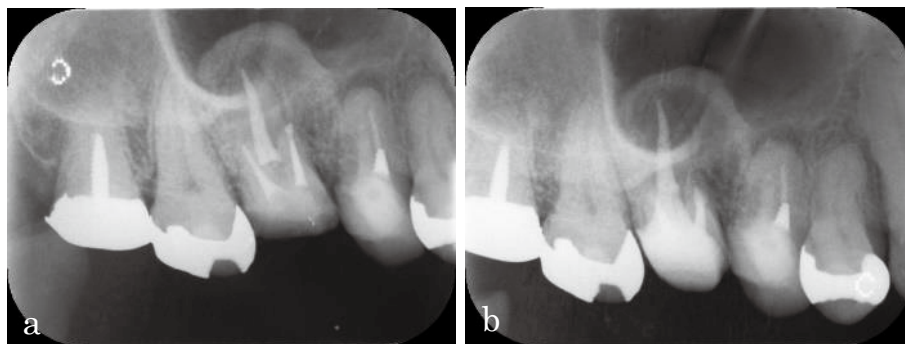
Preoperative panoramic (a) and periapical (b) radiographs
